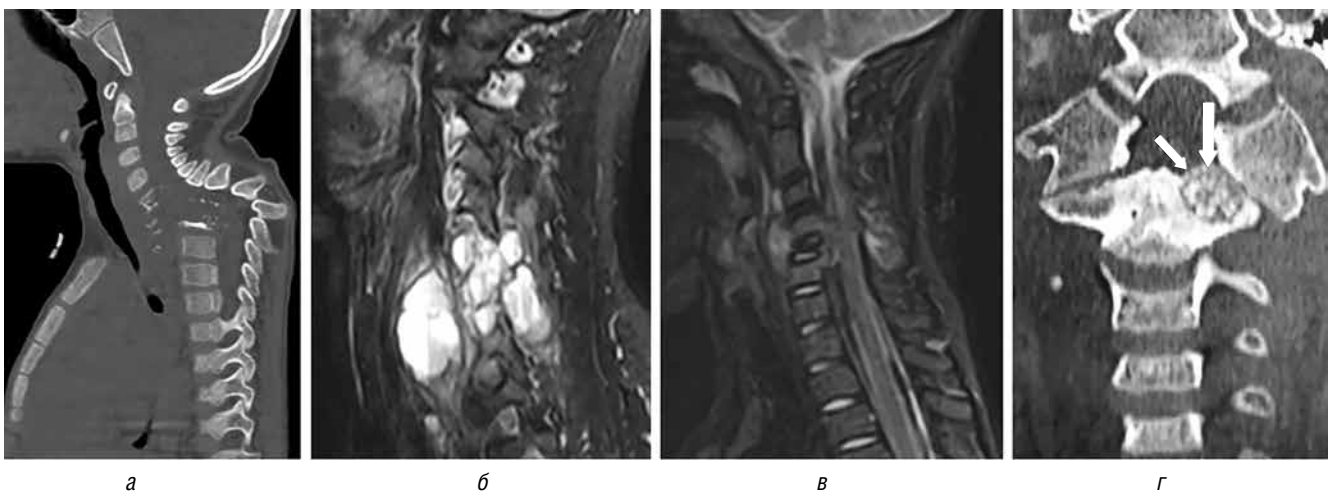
Лучевые изменения при деструктивных процессах шейного отдела позвоночника: а — сагиттальный срез КТ пациента с туберкулезным спондилитом позвонков C_7 – Th_{IV} ; б — сагиттальный срез МРТ пациентки с АКК позвонков C_7 – C_{VI} ; в — сагиттальный срез МРТ пациента с гистиоцитозом из клеток Лангерганса позвонка C_7 ; г — фронтальный срез КТ пациента с остеобластомой позвонка C_{II}
